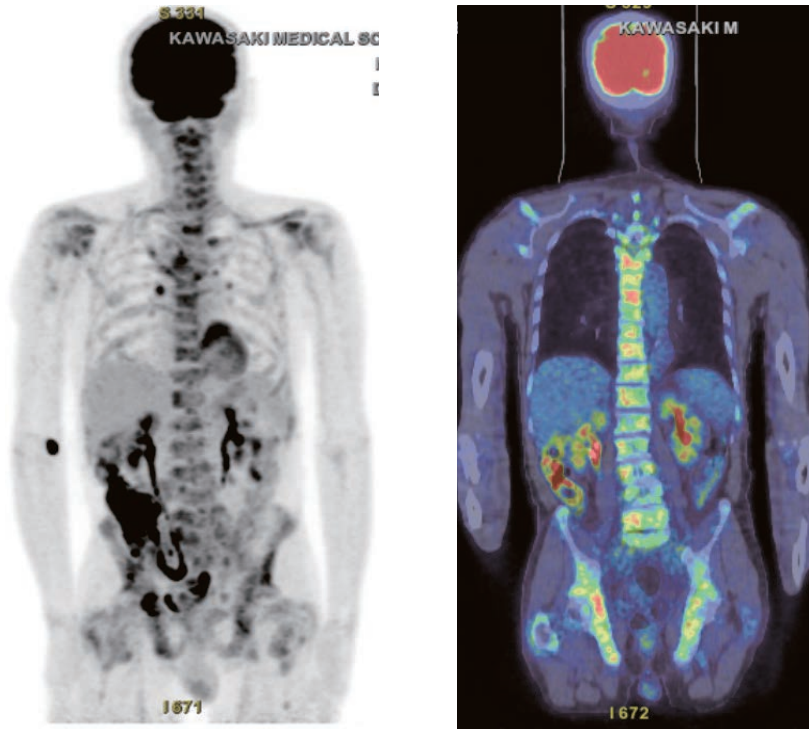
PET/CT: 骨盤, 脊椎, 鎖骨と肋骨に多数の FDG 集積の亢進を認めた.
